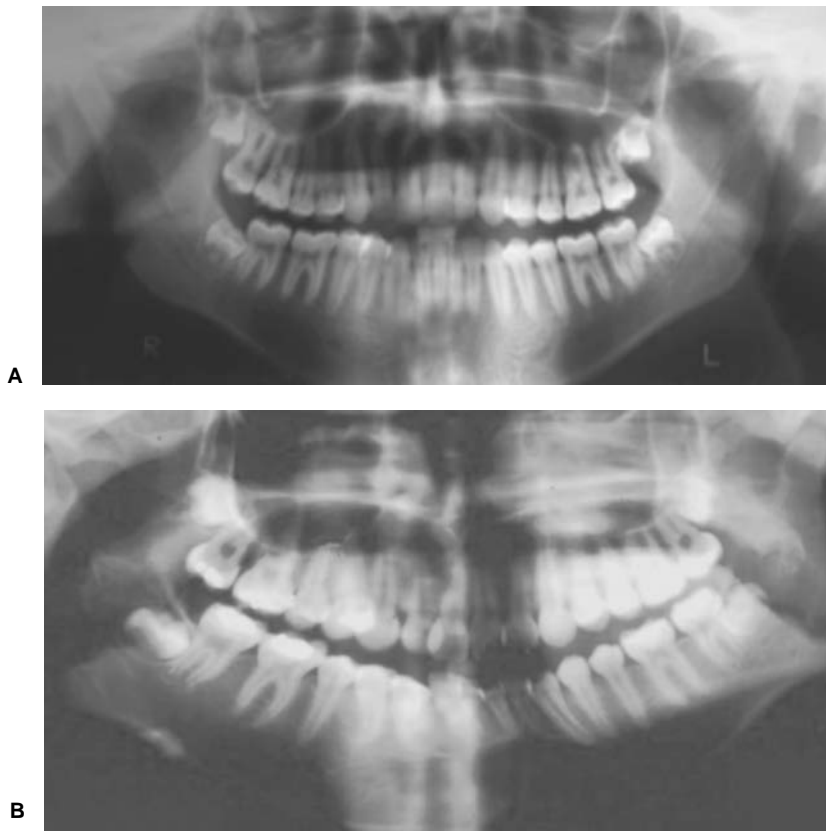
Ortopantomografía o radiografía panorámica mostrando una imagen global tanto de maxilar como de mandíbula (A) Ortopantomografía tomada de manera rutinaria antes del tratamiento de ortodoncia (B) Nótese un área rediolúcida bien circunscrita en mandíbula a nivel de canino izquierdo. Dicha lesión no hubiera podido ser diagnosticada sin esta radiografía, ya que la lesión se encontraba asintomática.
